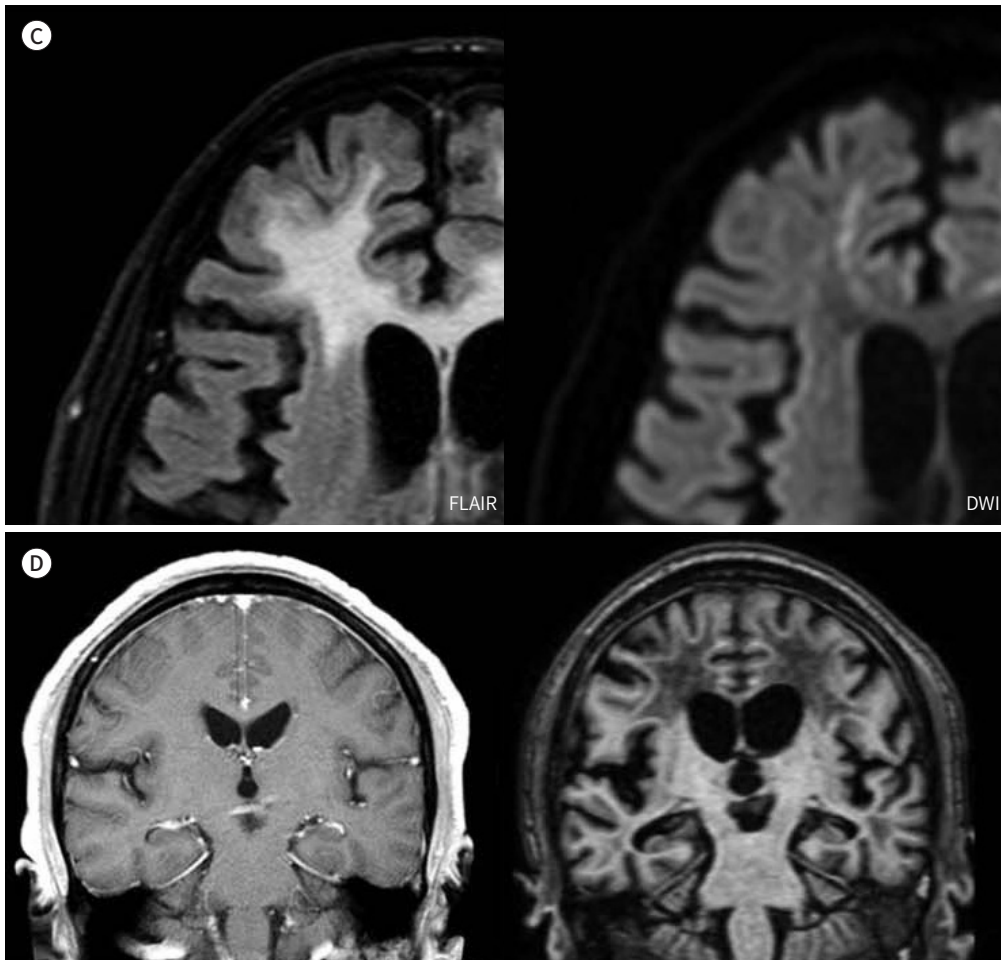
Brain MRI findings of a 65-year-old man with fentanyl patch-induced delayed post-hypoxic leukoencephalopathy.
